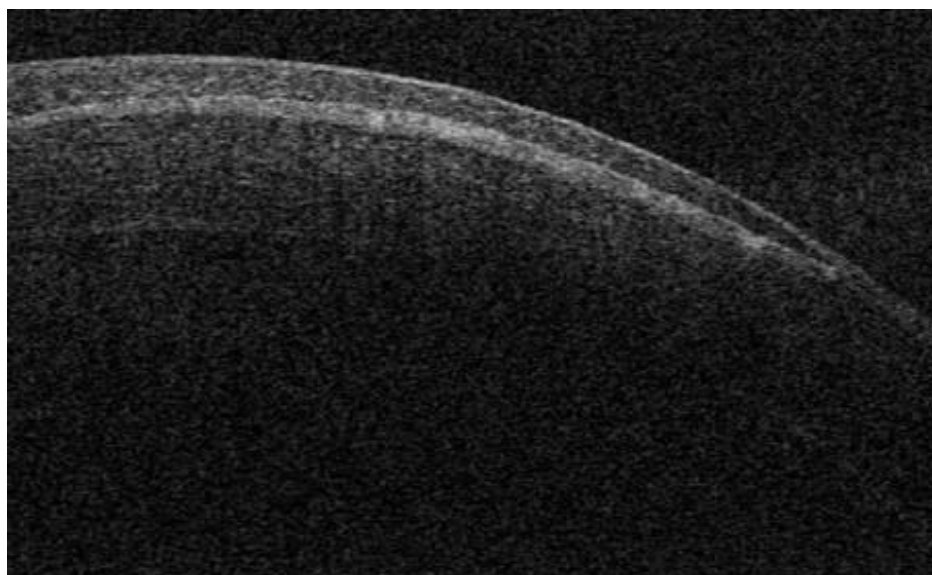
Оптическая когерентная томография переднего отрезка роговицы с вращением эпителия под лоскут роговицы
